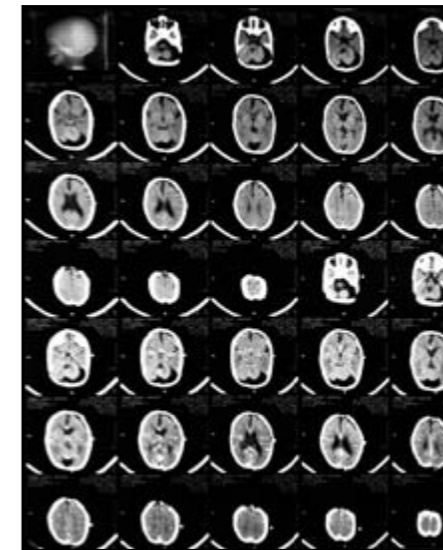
TAC de Cerebro con datos de atrofia cortical y megacisterna magna.
